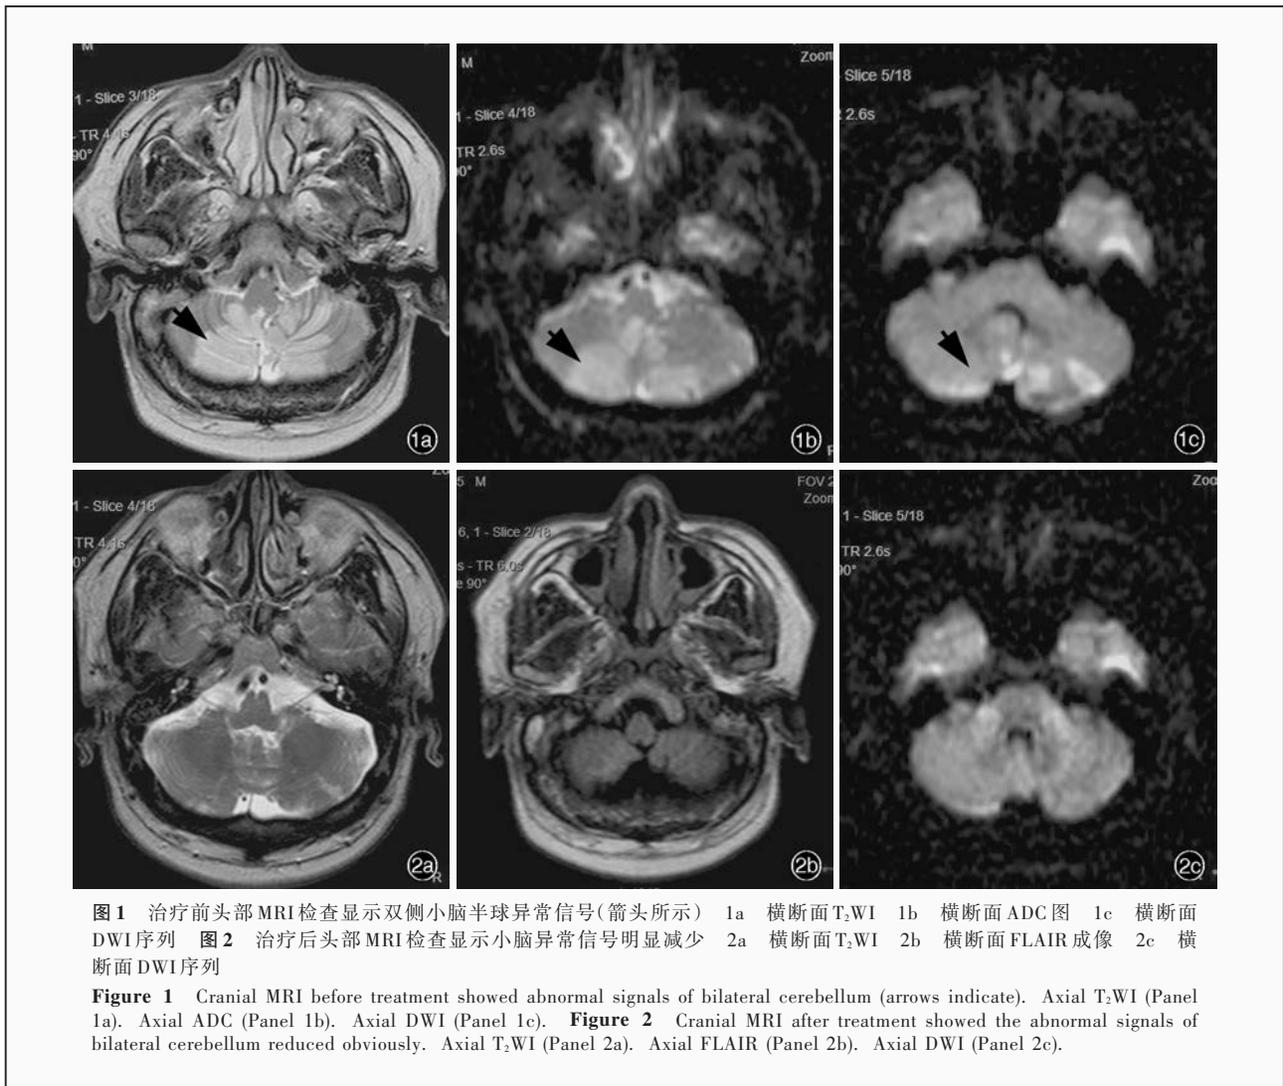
治疗前头部 MRI 检查显示双侧小脑半球异常信号(箭头所示) 1a 横断面 T₂WI 1b 横断面 ADC 图 1c 横断面 DWI 序列 图 2 治疗后头部 MRI 检查显示小脑异常信号明显减少 2a 横断面 T₂WI 2b 横断面 FLAIR 成像 2c 横断面 DWI 序列
